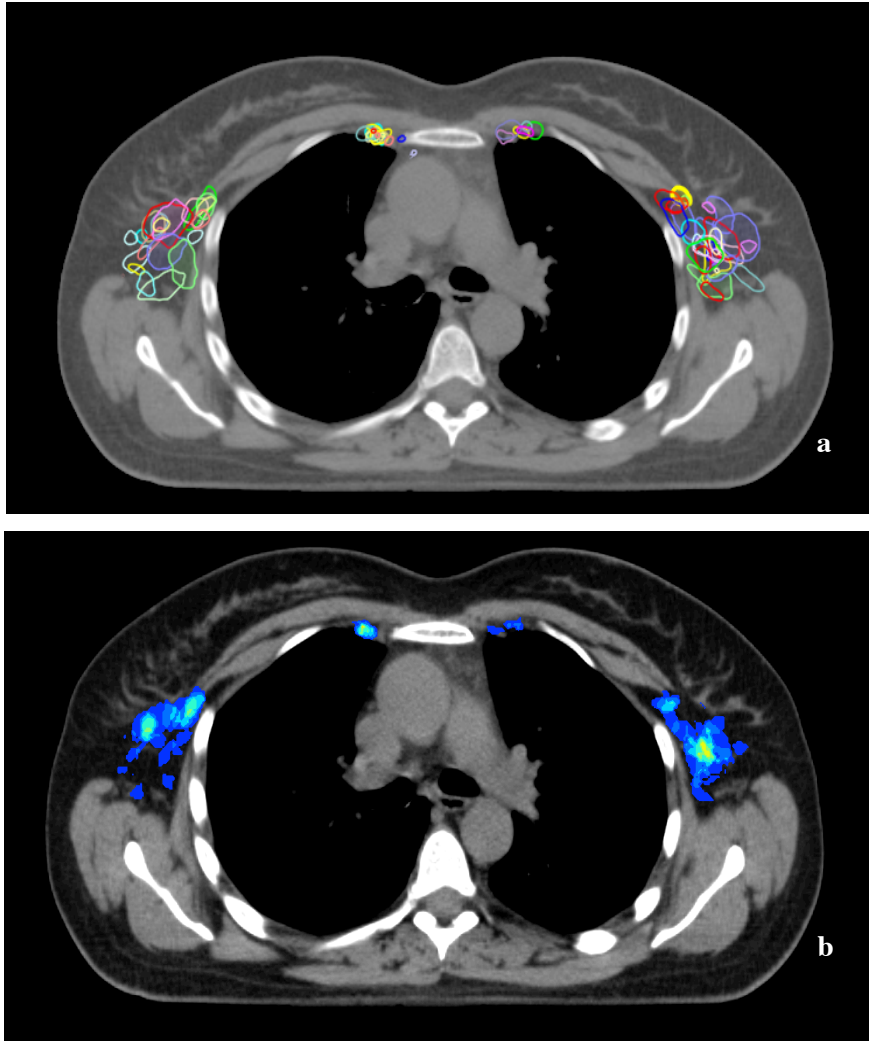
Vergleichende Darstellung: konturierte Lymphknoten (a) einzeln dargestellt auf einem ausgewählten Standard-CT, dazu korrespondierender farbkodierter Atlas (b)
